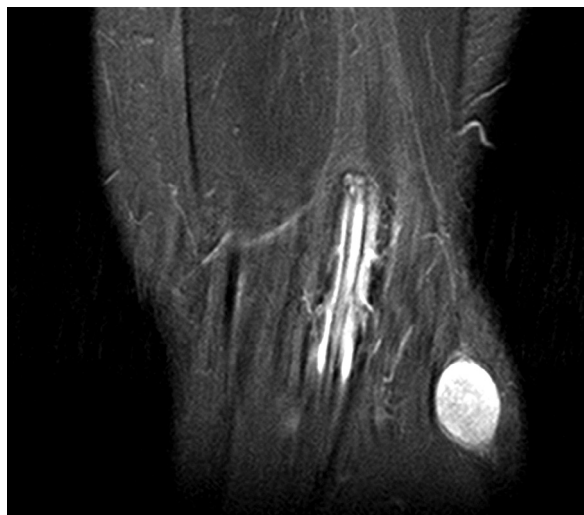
Badanie RM stawu kolanowego i torbieli (obraz T2-zależny, przekroje poziome)
